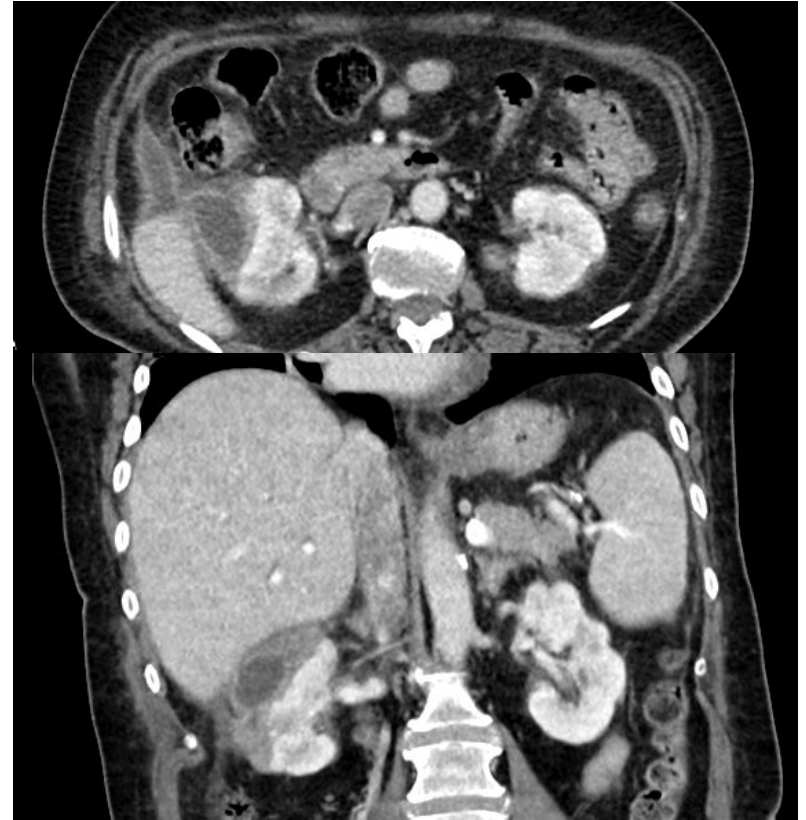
TC abdomen fase portal en cortes axial y coronal. Colección predominantemente subcapsular renal derecha que deforma el riñón y se extiende al espacio perirrenal.
